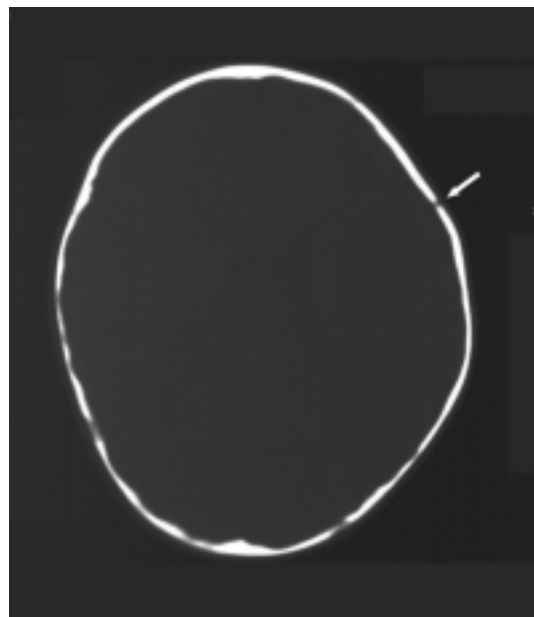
Corte axial de tomografía computada de cráneo con ventana ósea en donde se observa asimetría de las estructuras que conforman la bóveda craneana y cierre de la sutura coronal derecha; la sutura coronal izquierda es normal (flecha).
